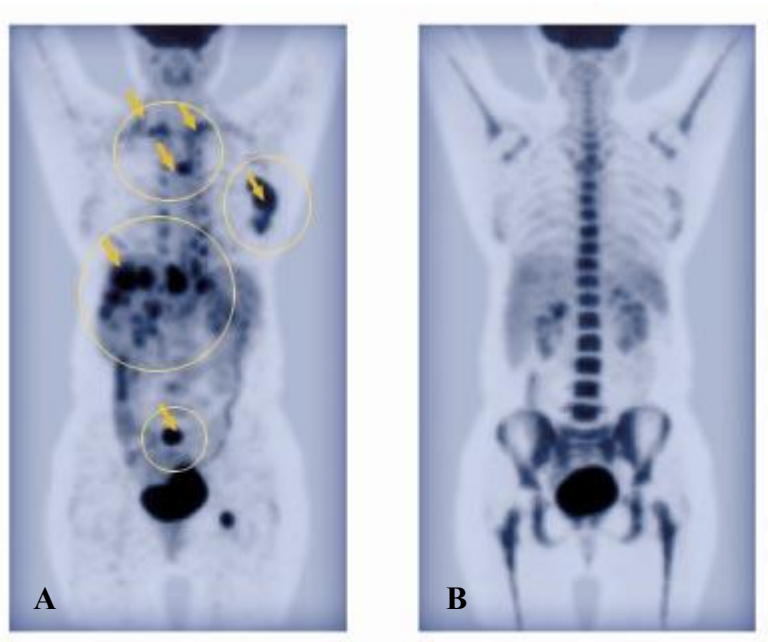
Normalisation d'un PET-scan avant (A) et après traitement (B).
